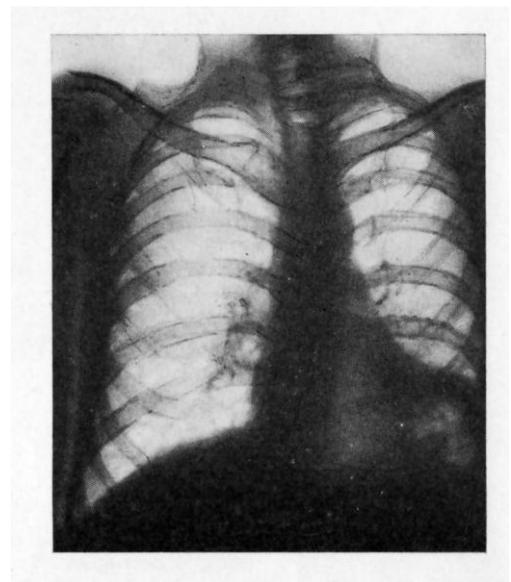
На рентгенограмме — уменьшение легочного поля слева. Ателектаз не определяется
